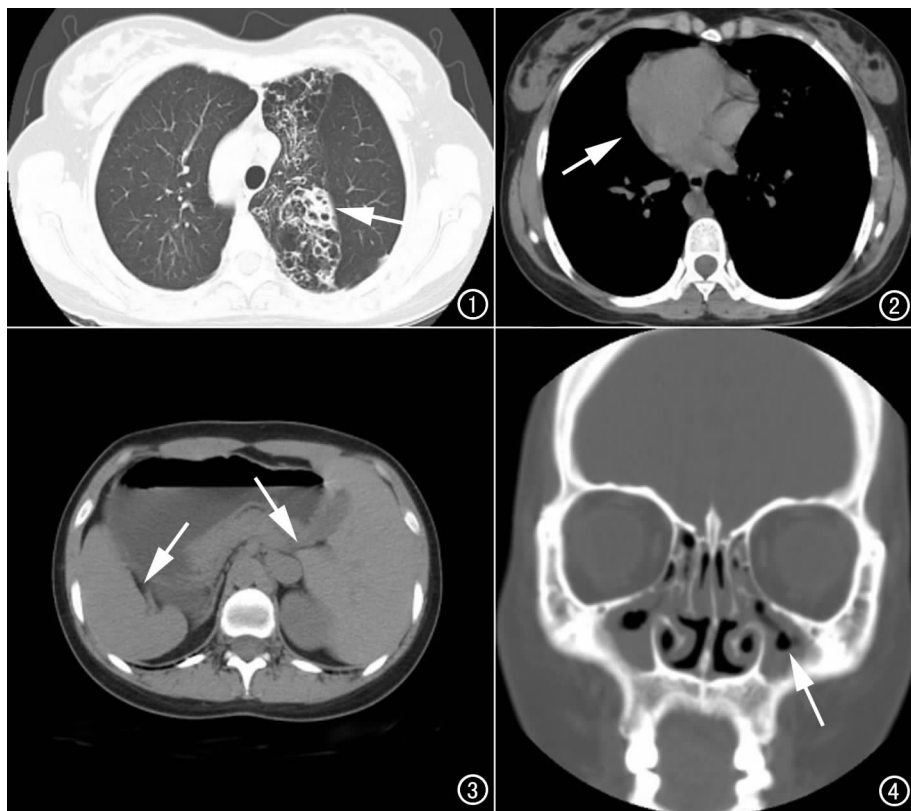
胸部HRCT肺窗示左肺多叶、段支气管扩张伴感染(箭)。图2 胸部CT纵隔窗示心脏(右位心)及大血管转位(箭)。图3 上腹部CT示肝脏、脾脏、胰腺及胃肠道转位(箭)。图4 副鼻窦冠状面CT示额窦未发育,筛窦及上颌窦发育小伴炎症(箭)。
